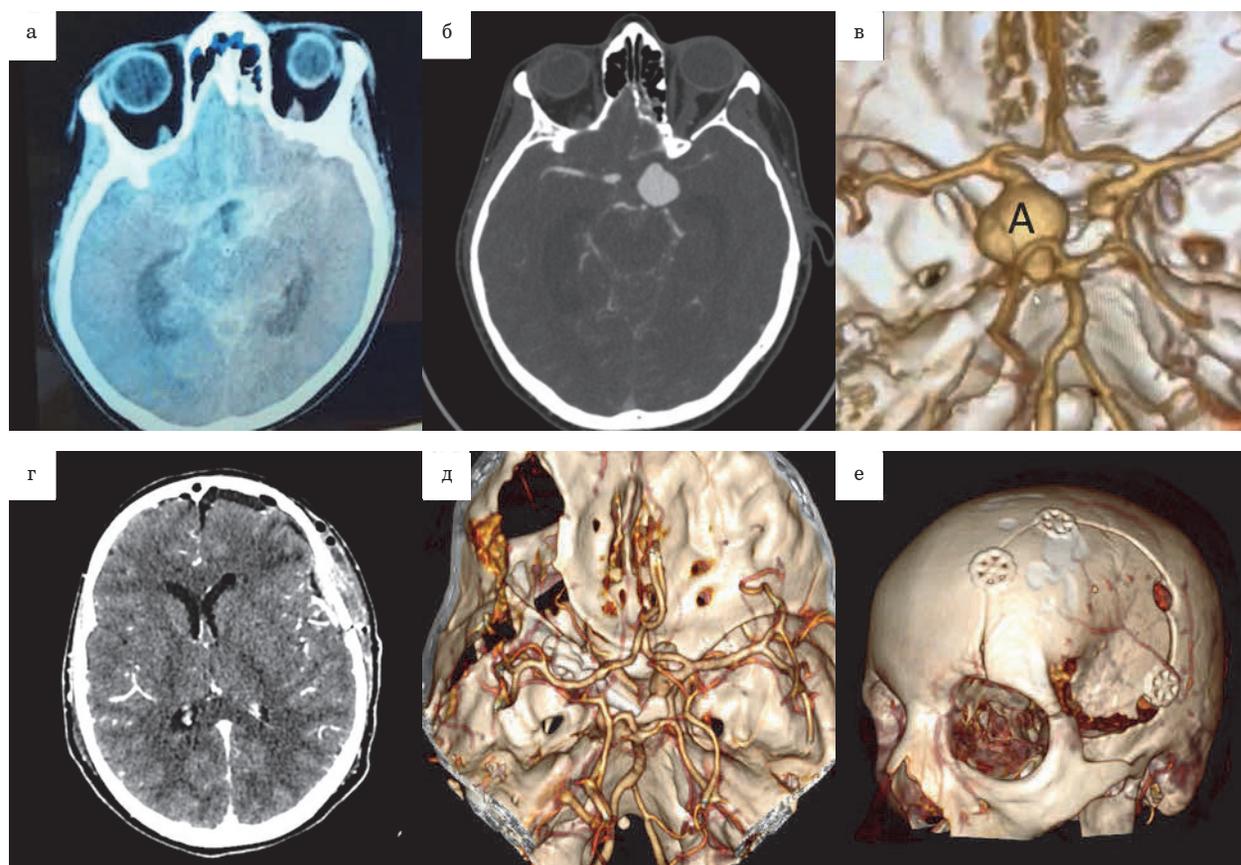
Пациентка Б., 37 лет. Нативная КТ головного мозга, массивное базальное САК (а); дооперационная КТ-ангиография, гигантская параклиноидная аневризма левой ВСА (б, в); послеоперационная КТ-ангиография, выполнена экстрадуральная резекция крыши орбиты и ПНО, аневризма выключена из кровотока (г, д); орбитозигматический костный лоскут фиксирован краниофиксами (е). А – аневризма
